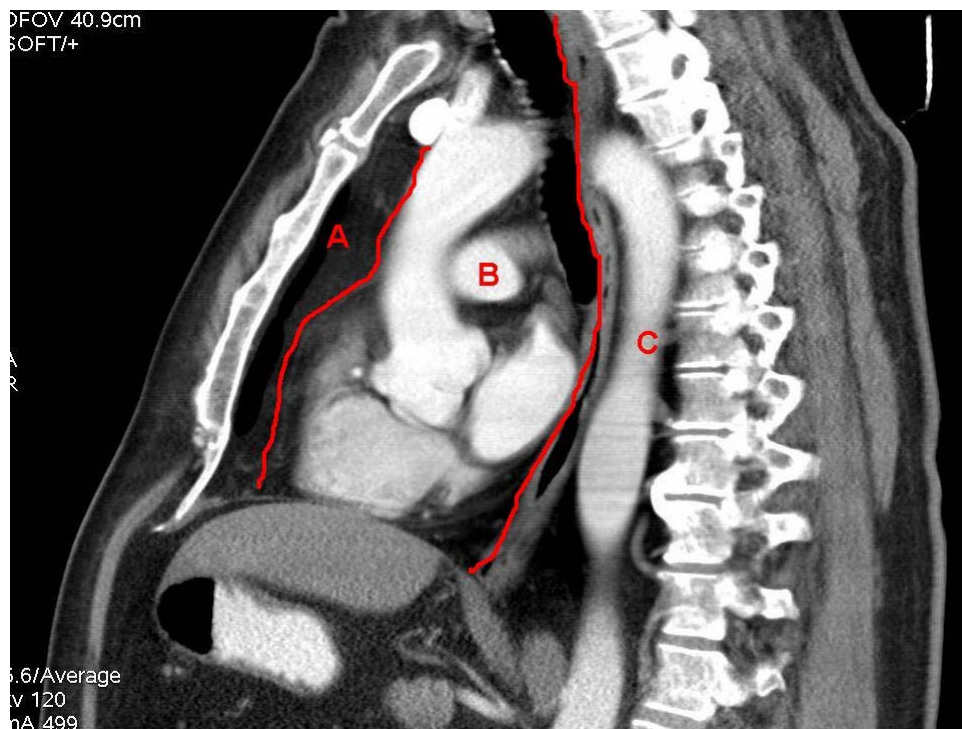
Imatge obliqua de TC que mostra les subdivisions del mediastí: mediastí anterior (A), mig (B) i posterior (C)
